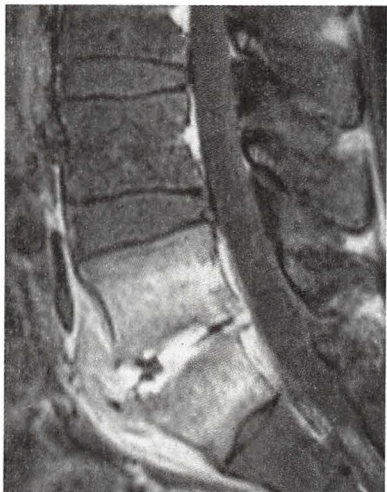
化脓性脊椎炎, MRI 椎体内破坏灶有硬化骨形成
